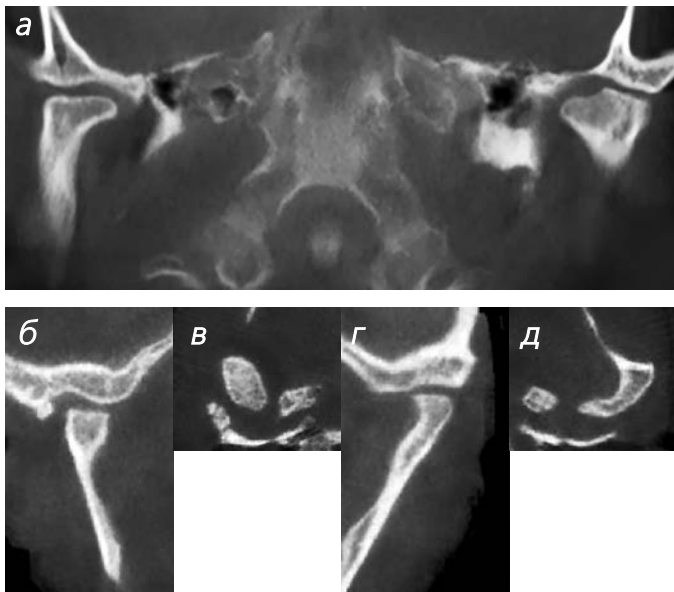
Конусно-лучевые компьютерные томограммы ВНЧС: срезы в прямой (а), боковой справа (б), аксиальной справа (в), боковой слева (г), аксиальной слева (д) проекциях. Выраженная двусторонняя деформация головок нижней челюсти с изменением конфигурации нижнечелюстных ямок височной кости при деформирующем артрозе
